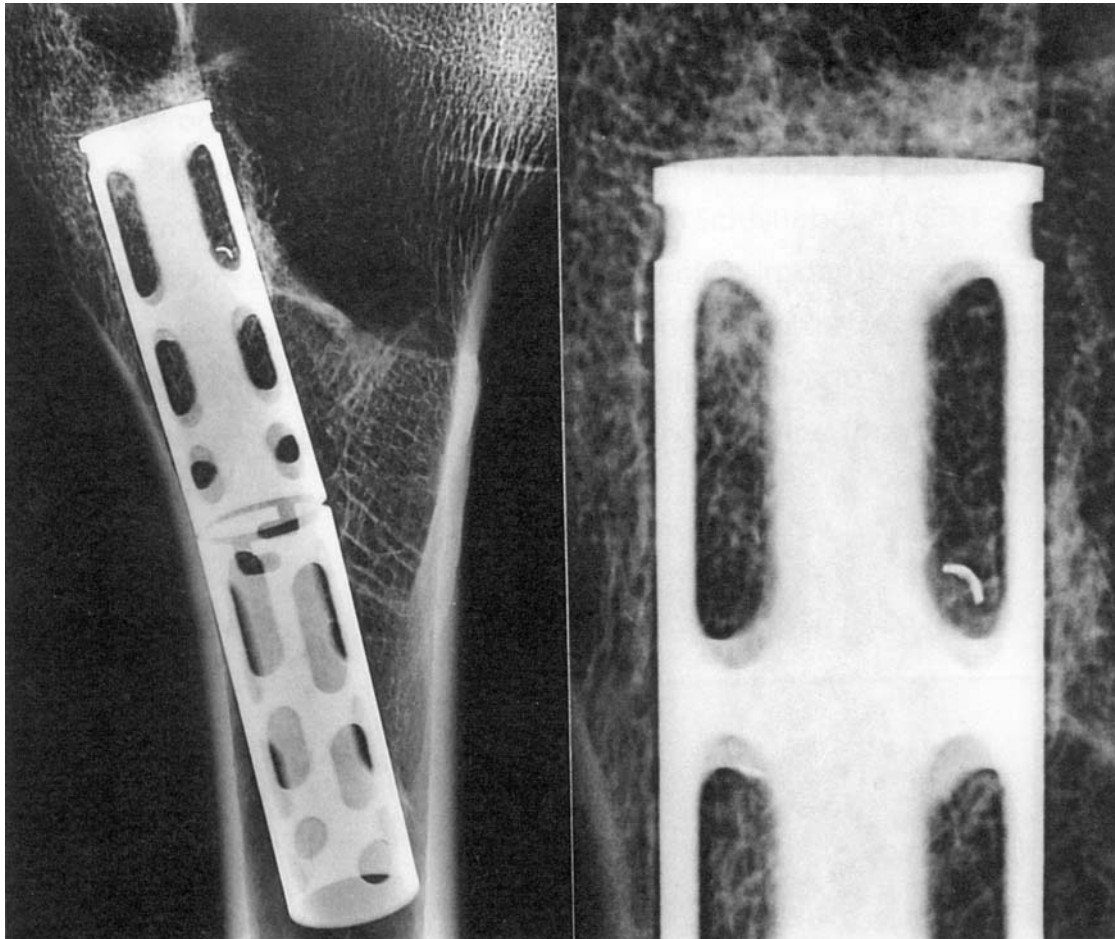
Mikrofocus-Röntgenaufnahme des Femurpräparates Nr. 9 in einer antero-posterioren Röntgen-Standardaufnahme (a, links) und einer Vergrößerungsaufnahme (b, rechts). Die perizylindrischen Saumbildungen betreffen lediglich den kranialen Anteil des proximal implantierten Zylinders. Im metaphysären Zylinder kommt in der kranialsten Lochreihe Metallabrieb zur Darstellung
